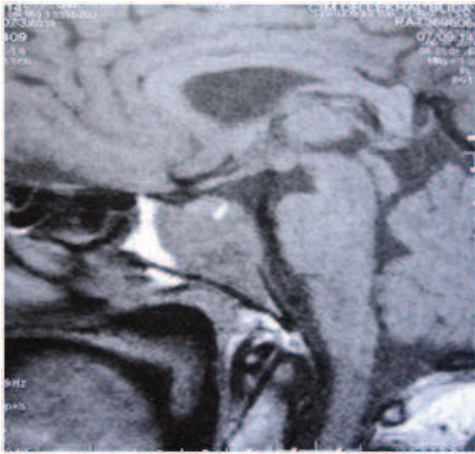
IRM en coupe sagittale en T1 montrant la lésion du Clivus.
